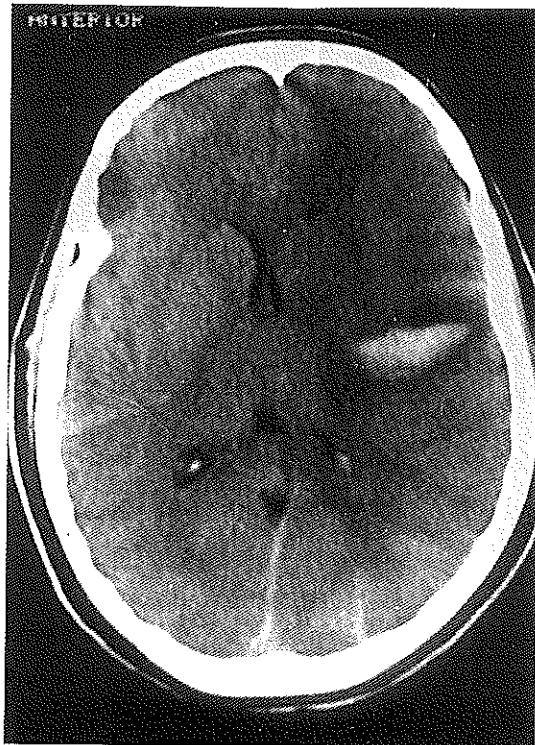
Sağda parietoaksiyal lob ak madde içinde 7x8 cm'lik intrakranial kanamanın aksiyel BT görünümü.
